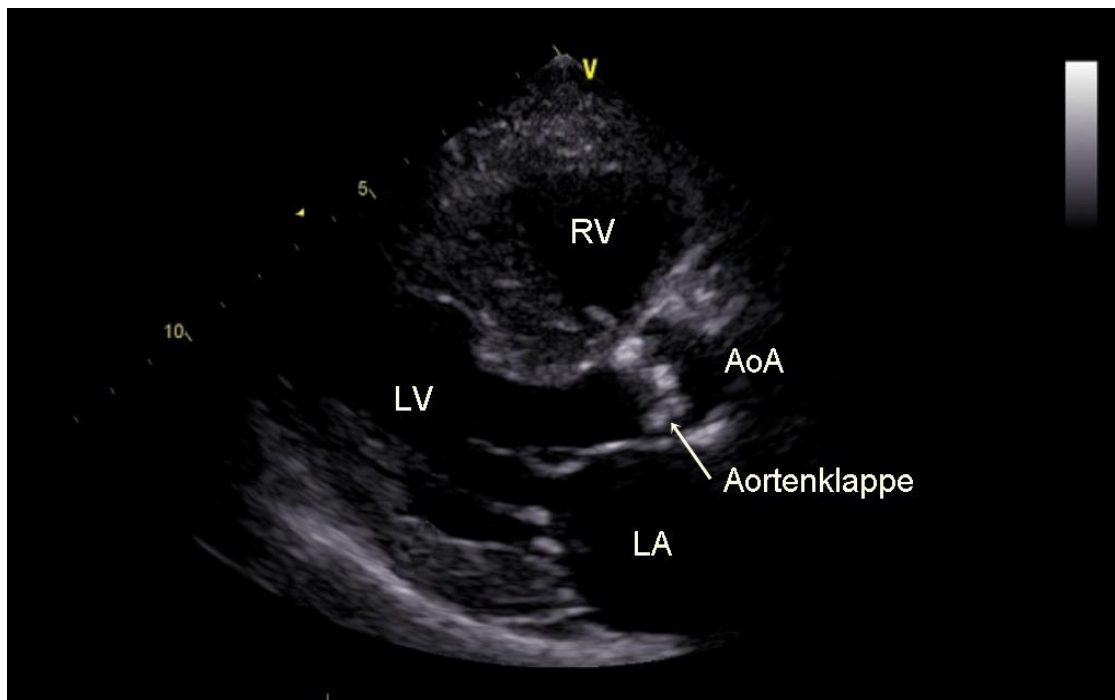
Links parasternaler Langachschnitt. AoA (Aorta ascendens), LA (linkes Atrium), LV (linker Ventrikel), RV (rechter Ventrikel). Kardiologie, Universitätsklinikum Würzburg
